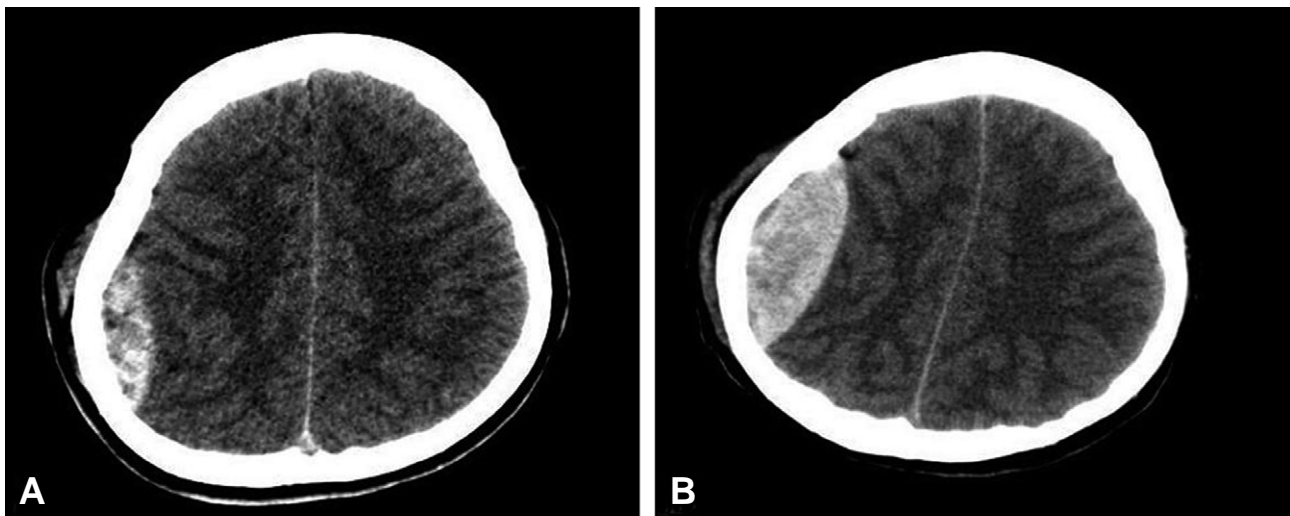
This brain CT shows radiographic progression of epidural hemorrhage of the 16-year-old patient who came to the emergency department due to passenger traffic accident. (A) Initial brain CT. (B) Routine repeat brain CT.
